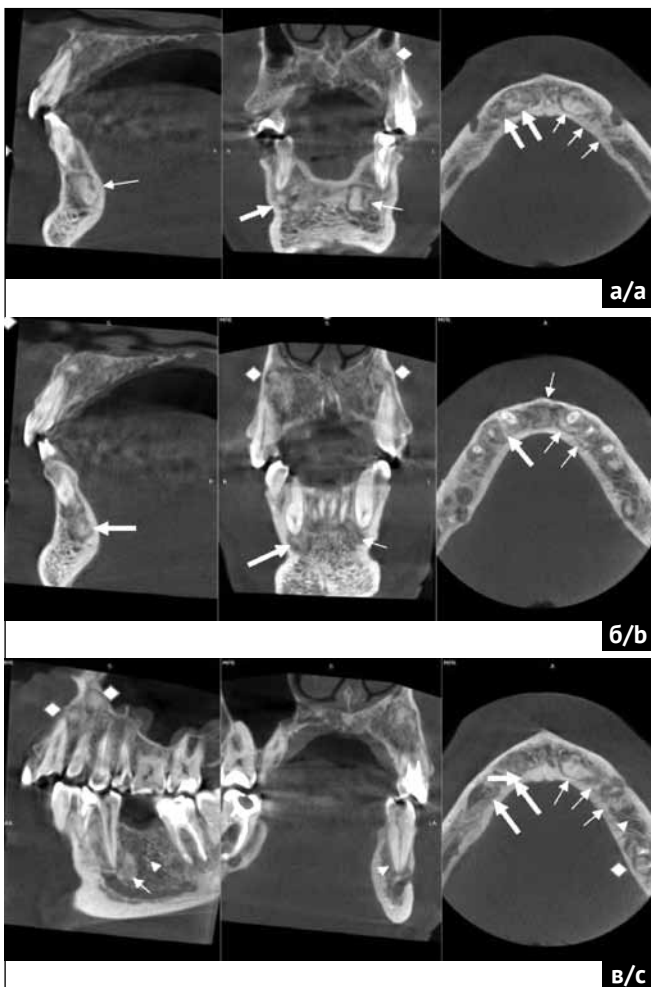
Конусно-лучевая компьютерная томография: мультипланарные реформаты в области зубов 3.5-4.4
